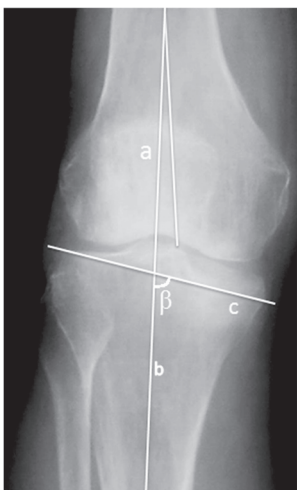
Рентгенограмма коленного сустава больного Т., 44 года, в прямой проекции: контуром обозначена зона импрессионного перелома наружного мыщелка ББК; а — средниафизарная линия БК; b — средниафизарная линия БК; с — осевая линия плато ББК; в данном случае ББУ ( $\alpha$ ) равен  $174^\circ$ , ПДУ ( $\beta$ ) равен  $111^\circ$  (собственное наблюдение)
